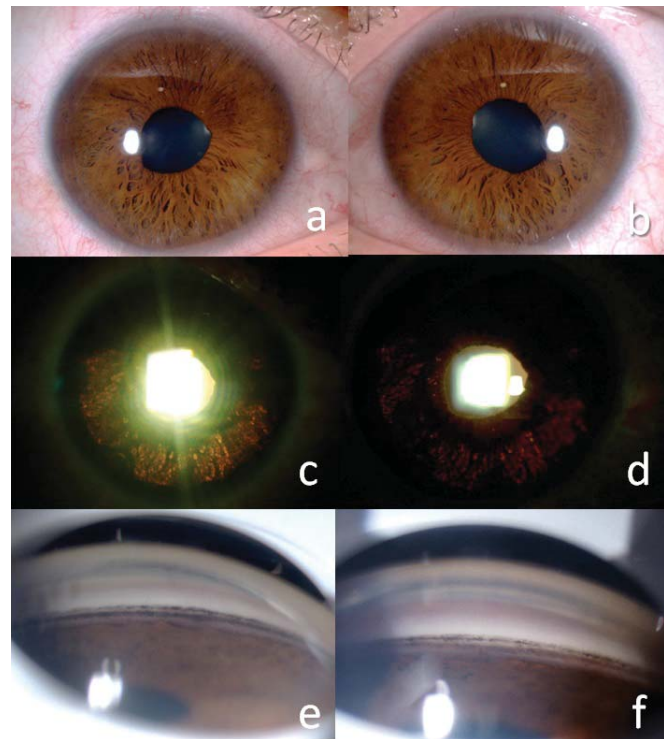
Bilateral akut iris depigmentasyonu (BAİD) olan olgunun ön segment, aç ve ultrason biyomikroskopik görüntüleri
